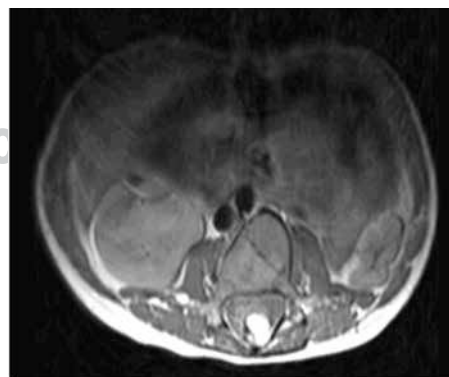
Resonancia magnética nuclear (T²) preoperatoria. Nivel L2-L3.
